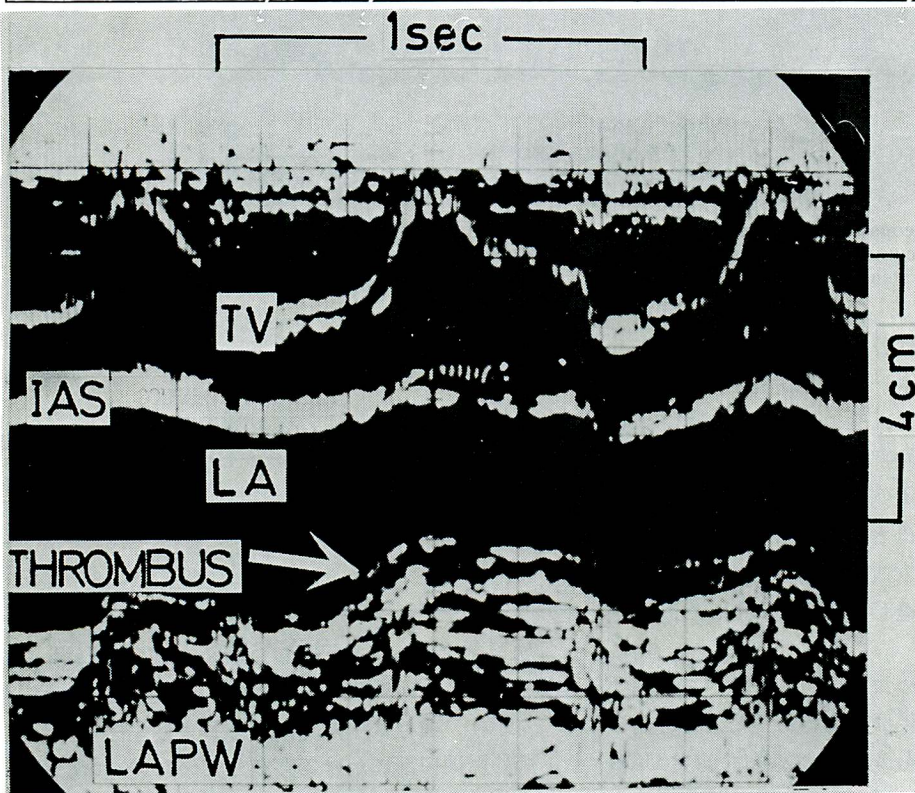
Thrombus echo was recorded in the left atrium behind the interatrial septum with a medially sent ultrasonic beam. The thrombus was recorded as a multilayered echo closely above the posterior left atrial wall. (C.K., a 36-year-old woman. MSi, TI)
